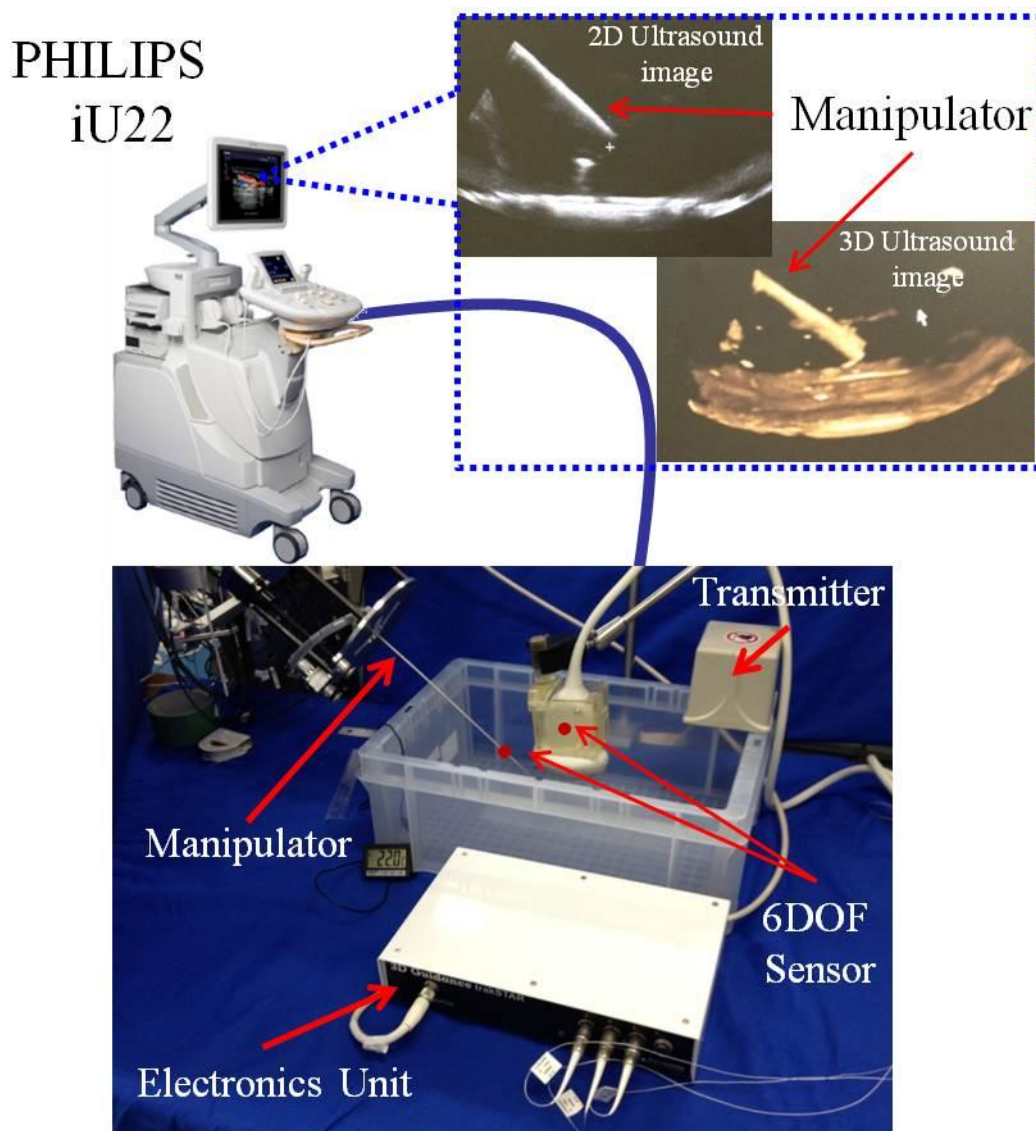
Experiment system of manipulator ultrasound image
